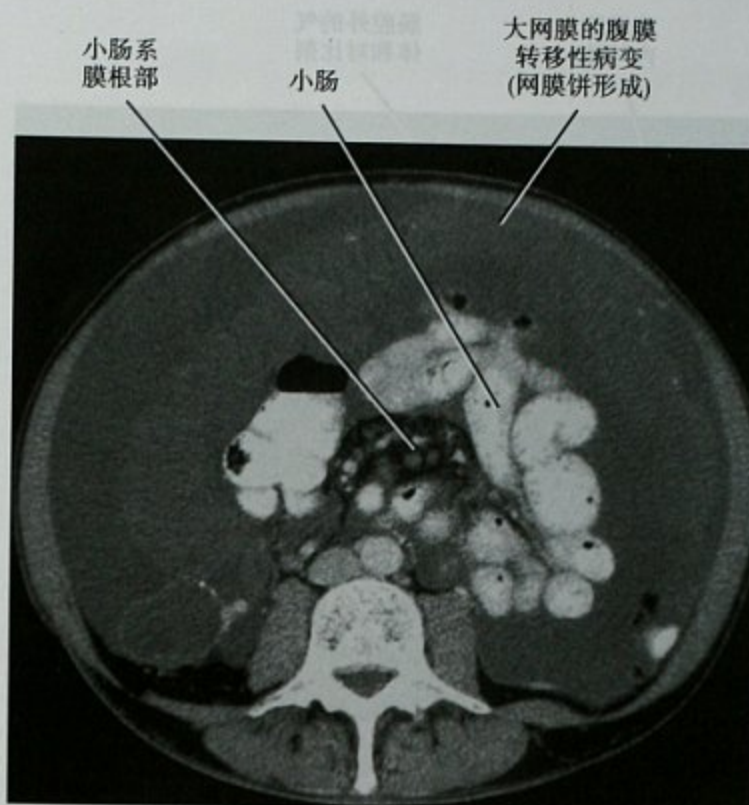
卵巢癌腹膜扩散形成腹膜饼,横断位增强 CT 图像
